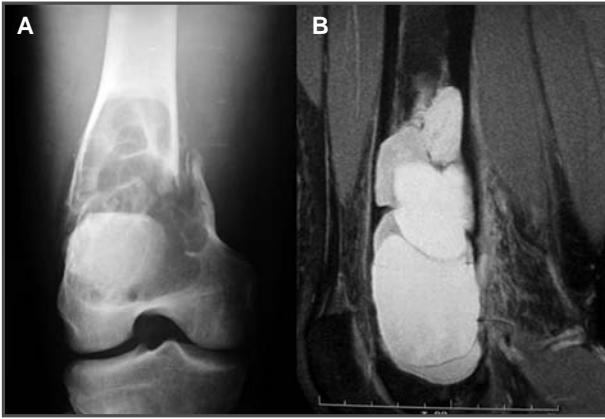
Fractura patológica sobre una imagen lítica en el fémur distal. 1B. RM del fémur distal que muestra una infiltración cortical de la lesión.
